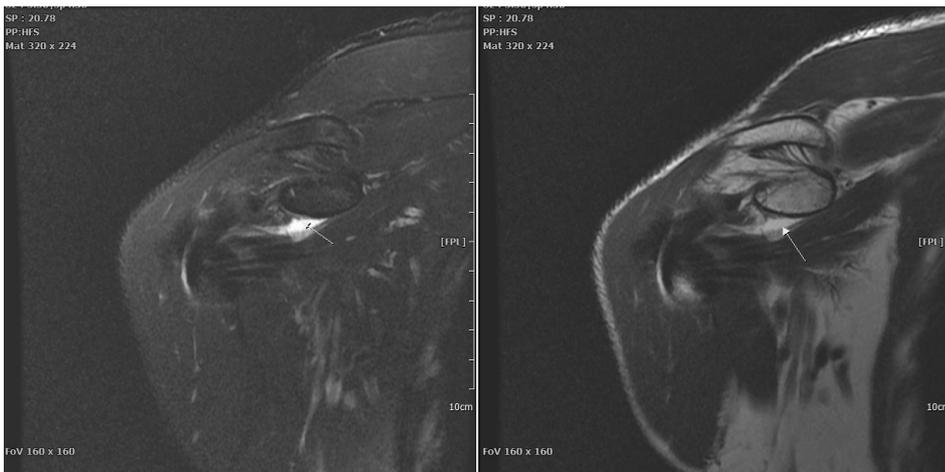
Coronal view of Rt. Shoulder MRI (SLAP lesion).
